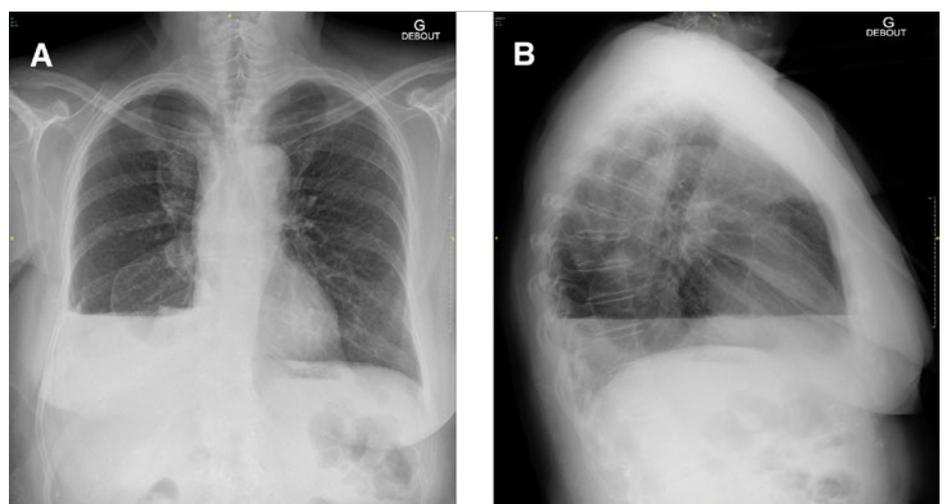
Radiographie thoracique vue antéro-postérieure (A) vue profil (B): Hydro-pneumothorax droit avec atélectasie partielle du lobe moyen.
